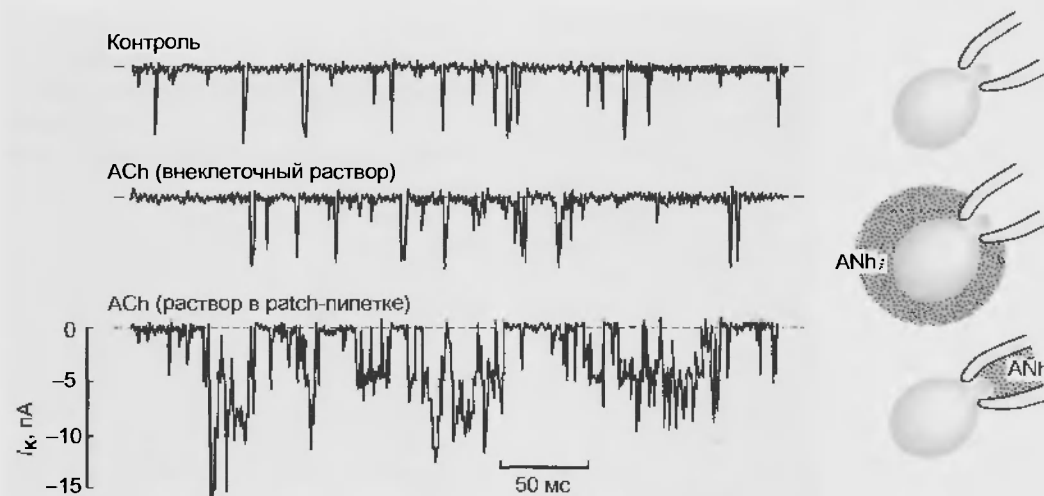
Регистрация входящего  $K^+$ -тока, протекающего через  $K^+$ -канал, активируемый ACh, — K(ACh)-канал в cell-attached конфигурации. Верхняя кривая демонстрирует контрольную регистрацию, средняя показывает регистрацию на фоне введенного в перфузионный раствор ACh в концентрации 100 нМ. Нижняя кривая демонстрирует регистрацию на фоне введенного в patch-пипетку ACh в концентрации 10 нМ (по Hille B. *Ionic channels of excitable membranes*. Sinauer Associates Inc., 1992)
